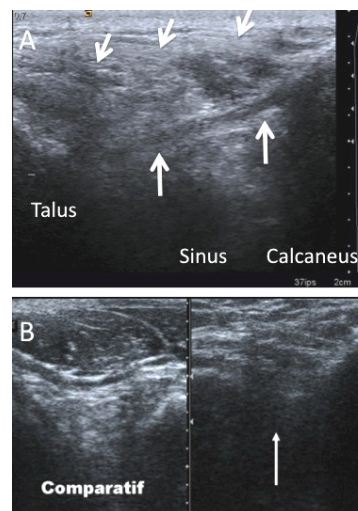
sinus du tarse, orifice antérolatéral en échographie. A : aspect normal du faisceau antéro-latéral du ligament inter-osseux talo-calcanéen (grande flèche) et des faisceaux du retinaculum distal des extenseurs fermant le sinus (flèches obliques). B : coupes échographiques frontales comparatives. Infiltration avec perte de l'aspect hyperéchogène graisseux du sinus du côté pathologique (flèche).
